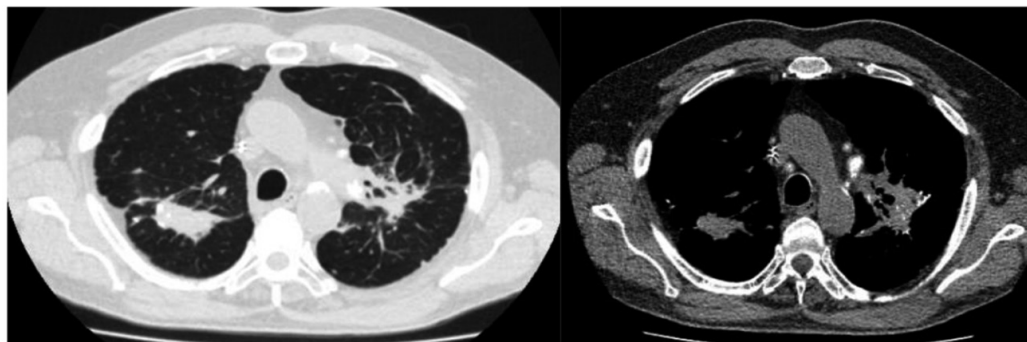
y 2B. Figura 2A y 2B. TAC de tórax con ventana pulmonar (2A) y mediastinal (2B) en donde se evidencian masas bilaterales en segmentos posteriores de lóbulos superiores con bordes espiculados, tractos fibrosos cicatrizales, heterogéneos con calcificaciones que miden 58 mm × 35 mm y 35 mm × 28 mm. Estas imágenes están asociadas a bullas más enfisema y adenomegalias mediastinales bilaterales con calcificaciones.
